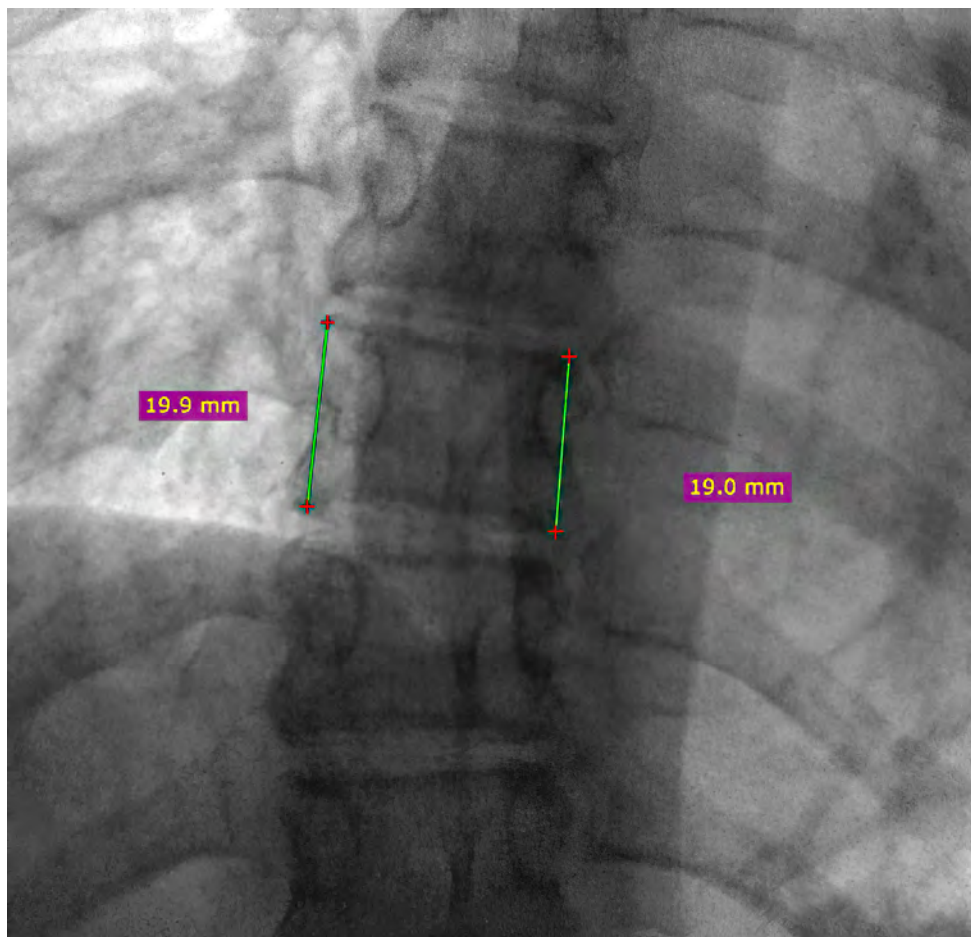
In winter 2017 - the last measurement at X-ray picture – the lateral wedge of the Th8 was only 4.53 %.
